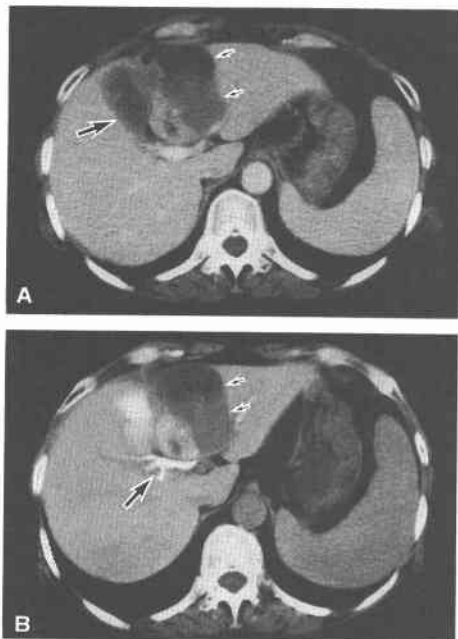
CT scan shows a large cystic lesion of low density with a small inner structure of higher density in the left medial segment of the liver.
